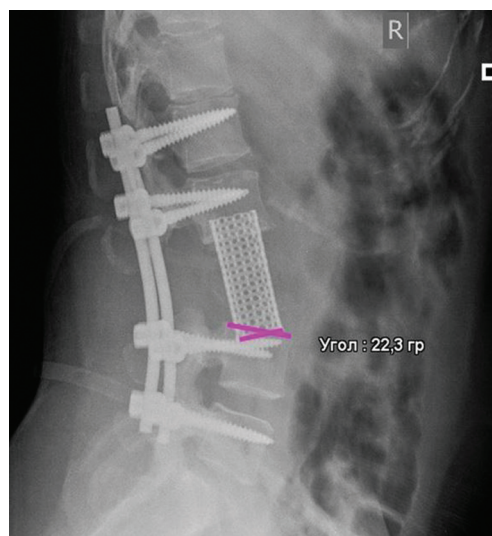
Боковая рентгенограмма поясничного отдела позвоночника: состояние после резекции гемангиоэндотелиомы L3 позвонка; угол 22° несоответствия контактных поверхностей протеза и замыкательной пластинки L3 позвонка
